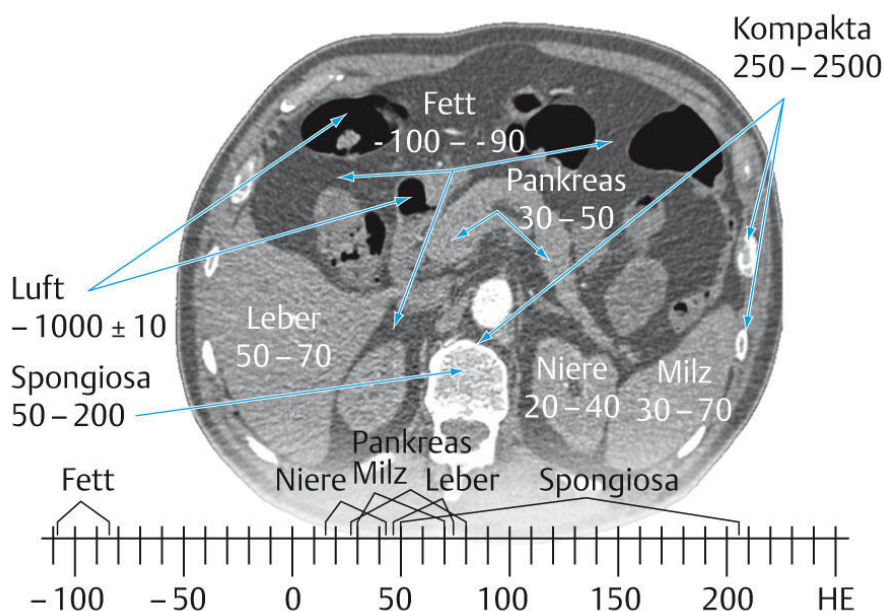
Die Gewebeschwächungswerte werden in der CT in einer relativen Skala (Hounsfield-Einheiten, HE) angegeben, welche anhand der Schwächung durch Wasser und Luft normiert ist. Interindividuell unterliegen die Schwächungen der einzelnen Gewebearten Schwankungen, deren Schwankungsbereiche sich überlagern. Eine eindeutige Zuordnung von Gewebeart und Schwächung ist daher nur bedingt möglich. [8]
